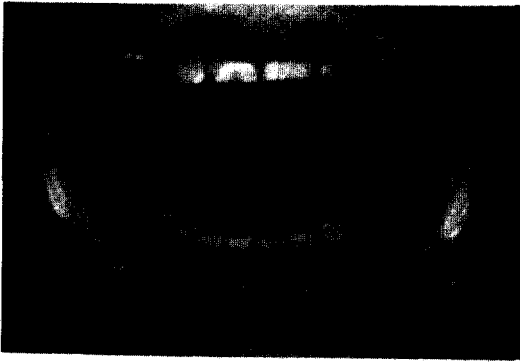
환자의 술전 구강내 모습과 방사선 사진
